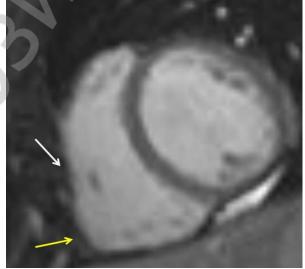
МРТ сердца. Кино-МРТ, короткая ось ЛЖ
